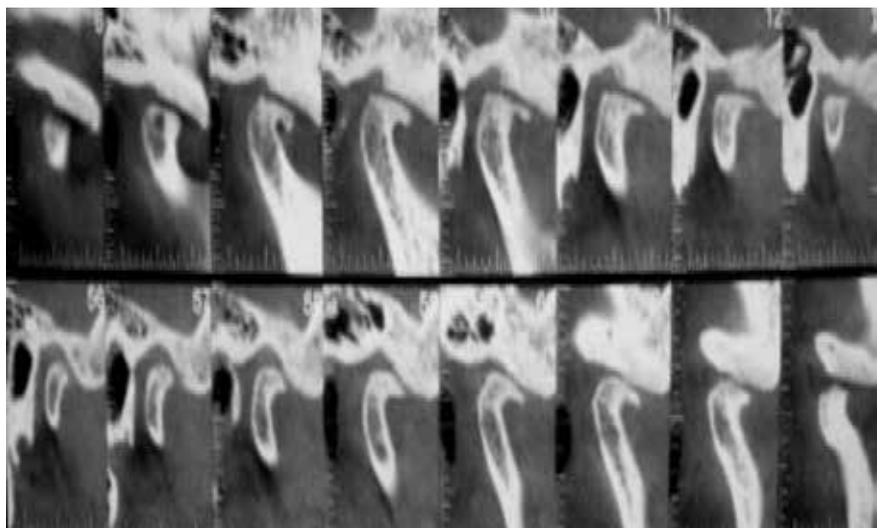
Tomografía computada sagital con osteofitos.
